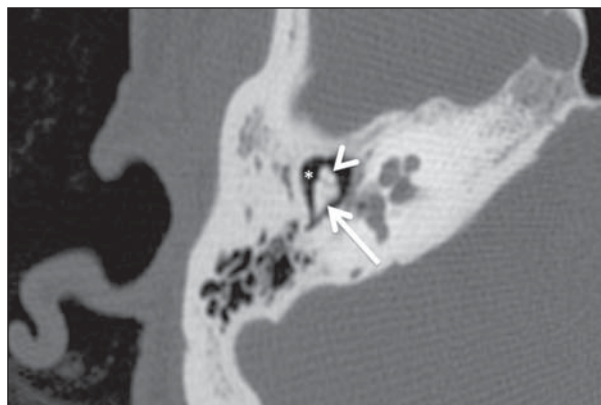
Imagem no plano axial de TC em alta resolução, com janela óssea do osso temporal direito, evidenciando o sinal do “sorvete”. O sinal representa o aspecto normal da articulação incudomaleolar. A cabeça do martelo representa a bola do sorvete (cabeça de seta) e o corpo da bigorna, o cone (seta). O espaço epitimpânico lateral ou de Prussak (asterisco) localiza-se lateralmente ao corpo da bigorna e cabeça do martelo.
